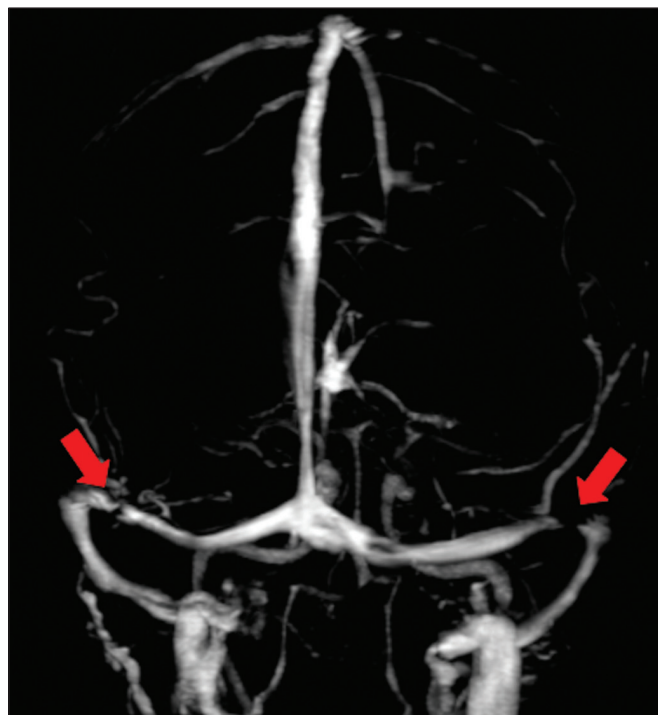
Reconstrução tridimensional de angio-RM venosa com máxima projeção de intensidade identifica estenose bilateral dos seios transversos (setas).
